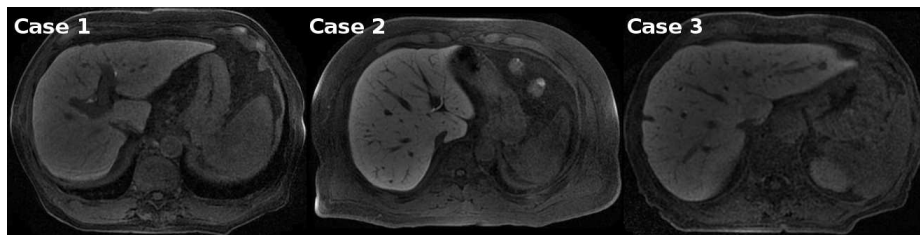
Contrast enhanced MRT of the liver, different liver shapes.
